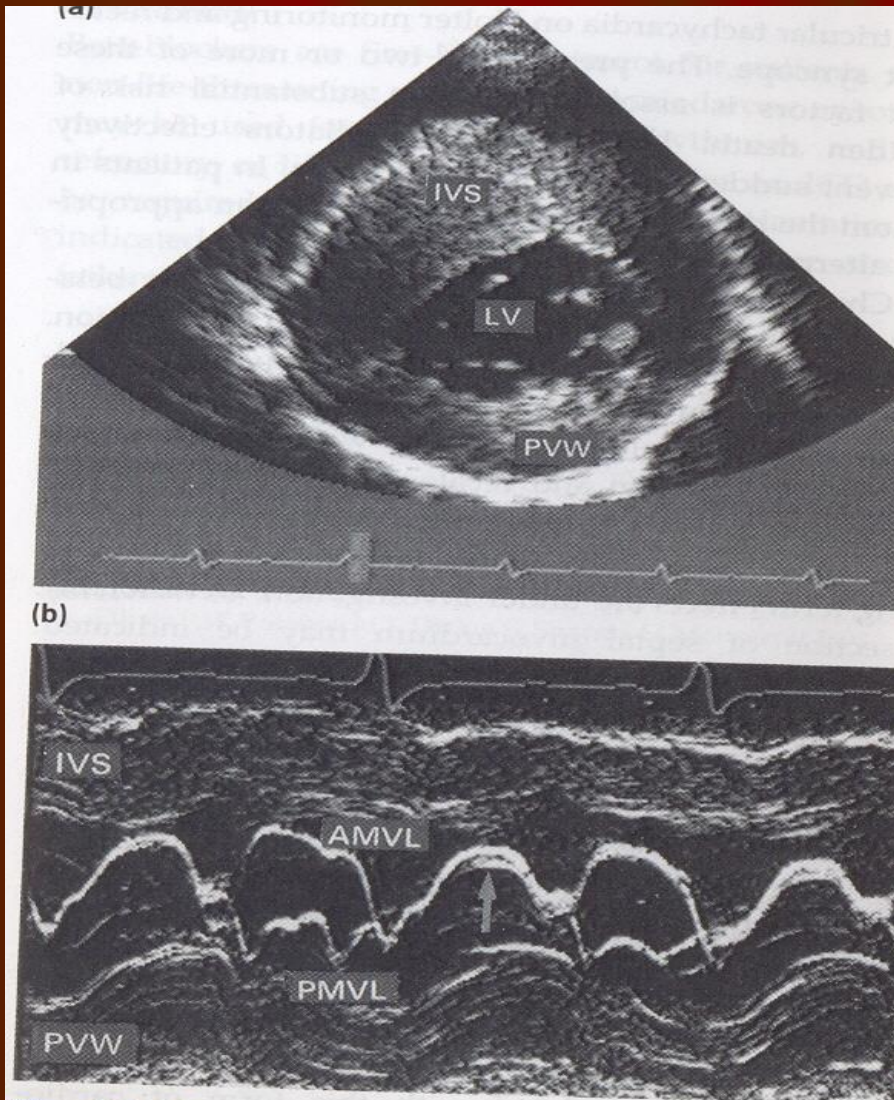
Hypertrophic cardiomyopathy shown by a (a) two-dimensional echocardiogram (short-axis view) and (b) M-mode recording. The grossly thickened interventricular septum is shown, resulting in a small left ventricular cavity. This condition is associated with an abnormal anterior motion of the mitral valve during systole (arrowed). IVS, interventricular septum; LV, left ventricle; PVW, posterior ventricular wall; AMVL, anterior motion of the mitral valve; PMVL, posterior motion of the mitral valve.
